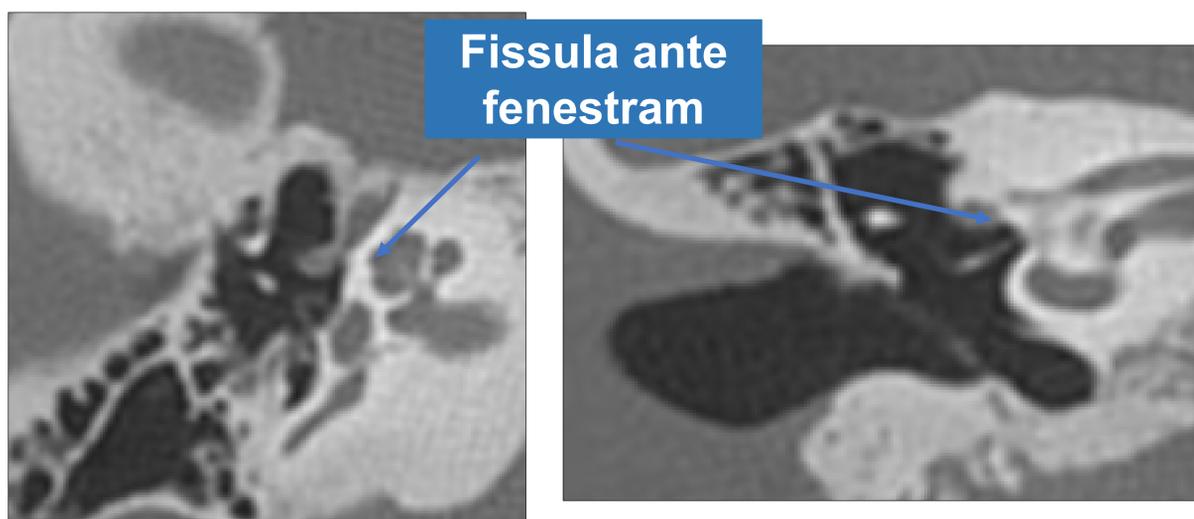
Imágenes de TC en plano axial (A) y coronal (B) del oído. Se señala la fisula ante fenestram.
